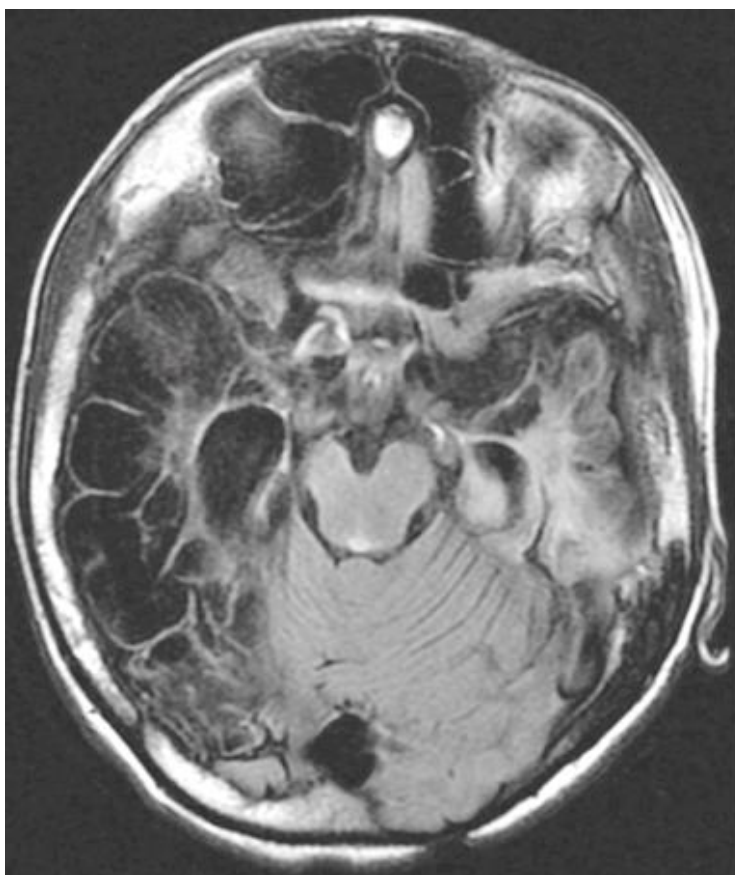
Магнитно-резонансная томография головного мозга ребенка В., 2009 г. р.
